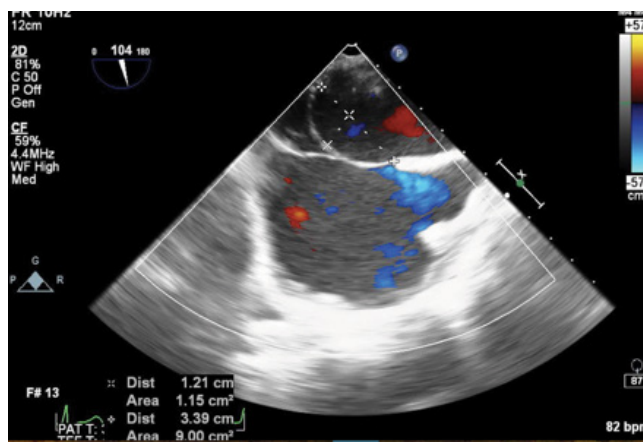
Ecocardiograma transesofágico en vista bicaval a 110 grados se observa un pliegue semilunar de tejido que se origina a partir del borde anterior de la VCI. Válvula de Eustaquio
